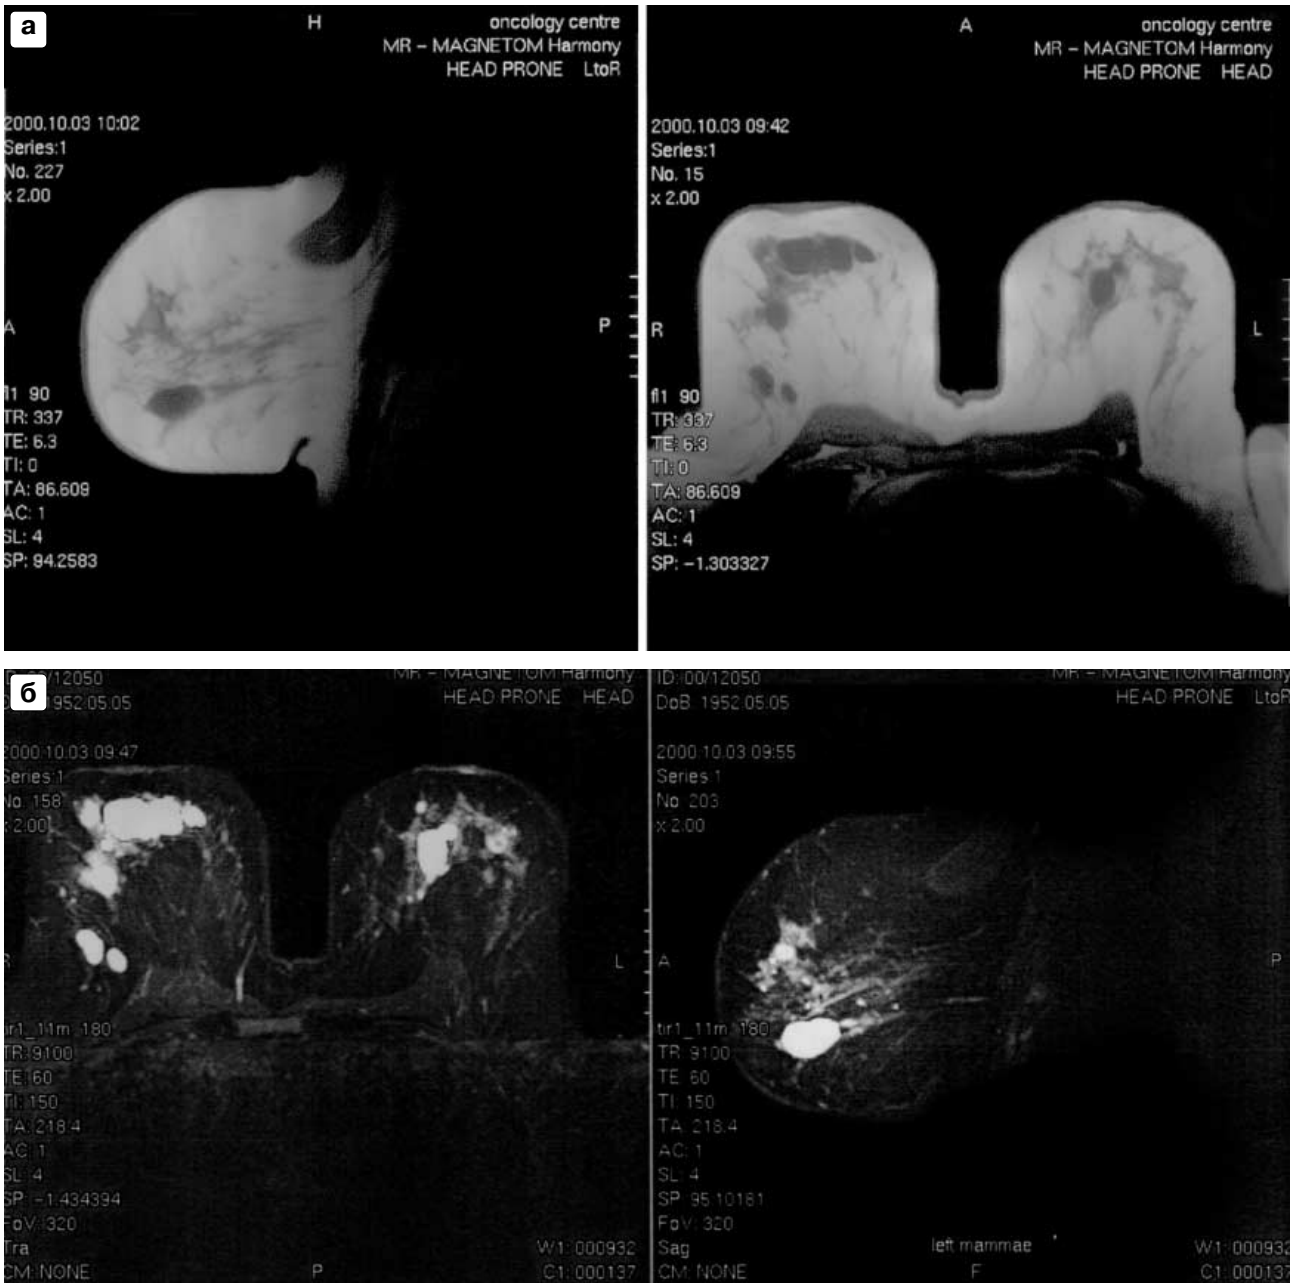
МР-томограммы молочных желез больной К., 49 лет. Множественные кисты обеих желез (а – гипointенсивные в режиме Т1, б – гиперинтенсивные в режиме Т2 с четкими ровными контурами).
